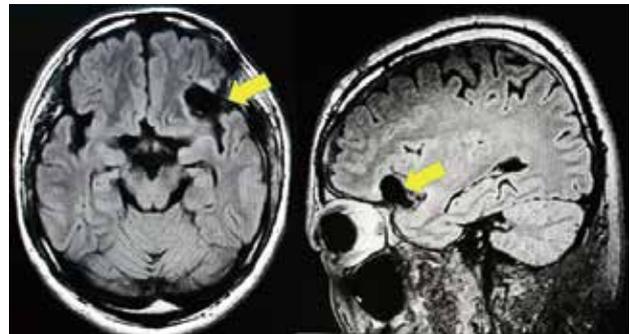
術後MRIにて腫瘍摘出と周囲脳への圧解除がわかる
